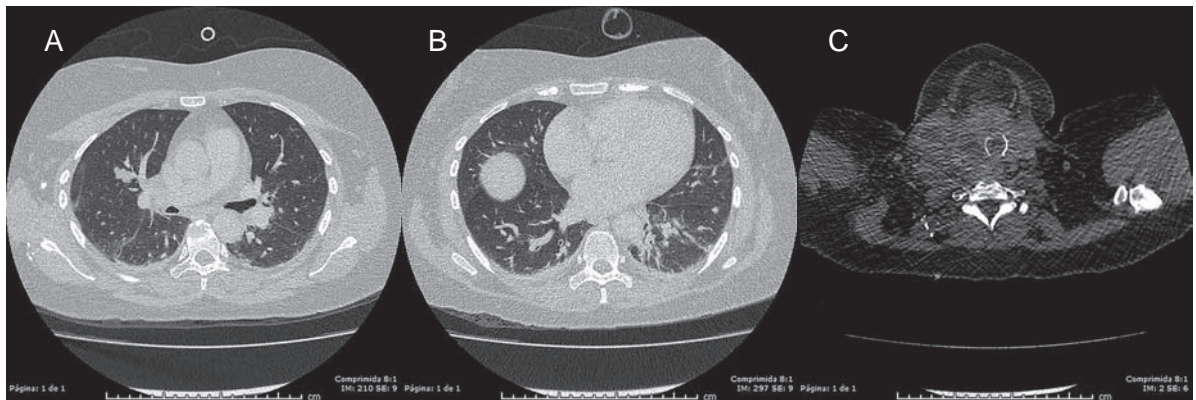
TC de tórax sin contraste endovenoso. Se identifican imágenes nodulares y ovoideas focales, bilaterales, que sugieren secundarismo (A y B). Asimismo, existe un voluminoso tejido mal definido (C, flechas amarillas), heterogéneo e infiltrativo, que compromete el sector inferior del cuello en topografía de la glándula tiroidea, con predominio derecho, observándose pérdida de los planos grasos. Nótese la pérdida de la luz traqueal (flecha roja) por contigüidad.
